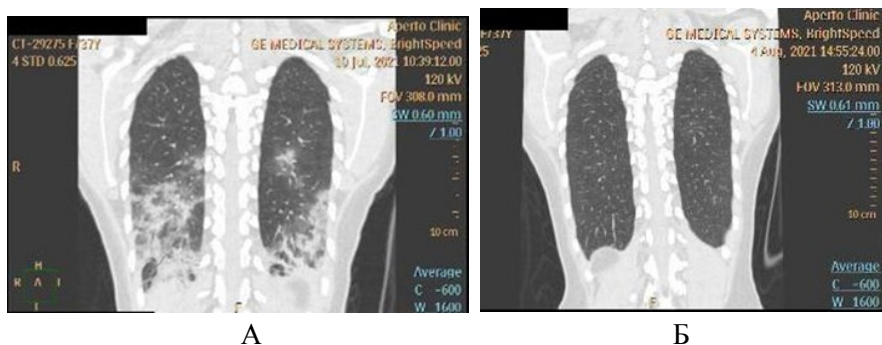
Положительная динамика КТ легких на фоне терапии в виде разрешения зон консолидации с обеих сторон [оригинальный рисунок]:
